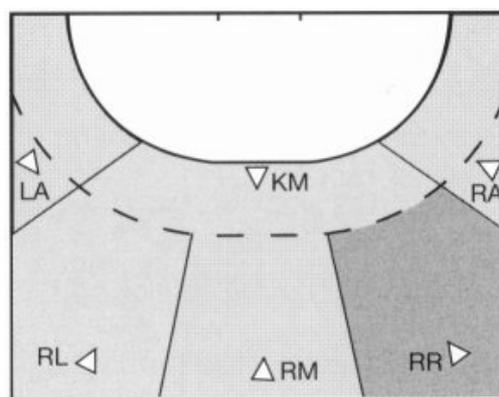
Positionen des Angriffsspiels, LA = Links Außen, RL = Rückraum Links, RM = Rückraum Mitte, RR = Rückraum Rechts, RA = Rechts Außen, KM = Kreis Mitte. (Ehret et al., 1995, S. 138)
